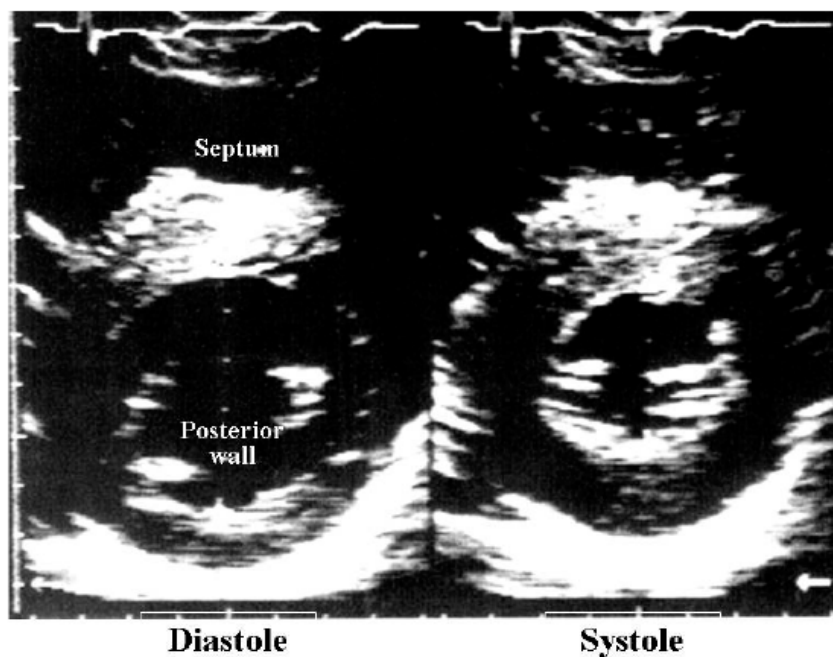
Ecocardiograma de paciente com Miocardiopatia Hipertrófica. Observa-se uma hipertrofia concêntrica anormal (espessura do septo 17-18mm). Bianco M. et al (2008)
